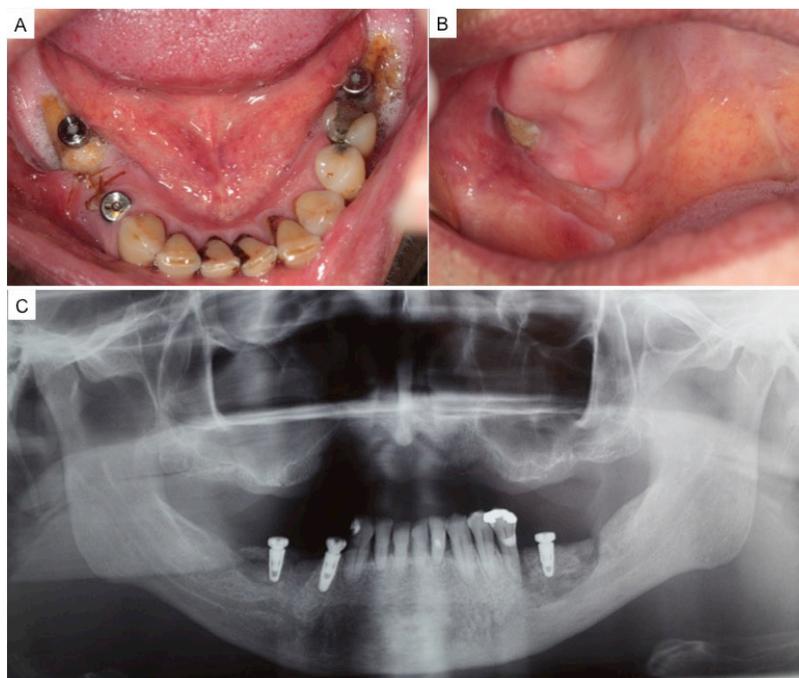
Aspecto clínico de ONIM associada a implantes dentários em mandíbula (A) e associada a trauma por prótese total em maxila (B). Radiografia panorâmica evidenciando três implantes em mandíbula associados a áreas de necrose e sequestro ósseo (C)
